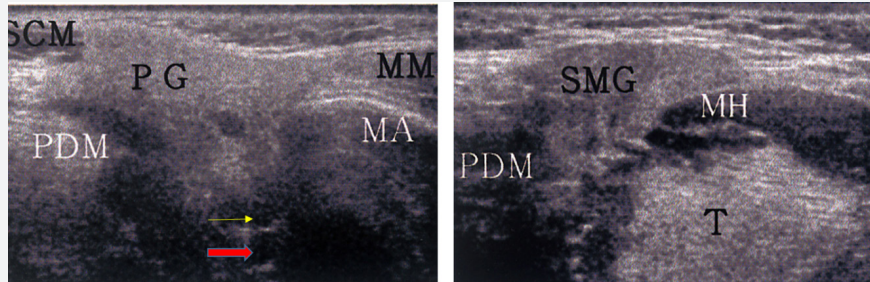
이하선과 악하선의 초음파영상. (PG; parotid gland, SCM; sternocleidomastoid muscle, PDM; posterior digastric muscle, MM; masseteric muscle, MA; mandible, SMG; submandibular gland, MH; mylohyoid muscle, T; tongue / 가는 화살(황색); retromandibular vein, 굵은 화살(적색); external carotid artery)
